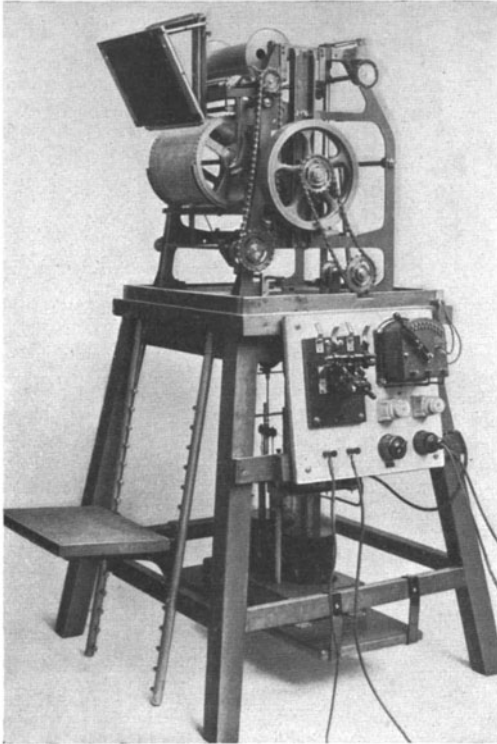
Röntgenkinematograph nach Groedel.
